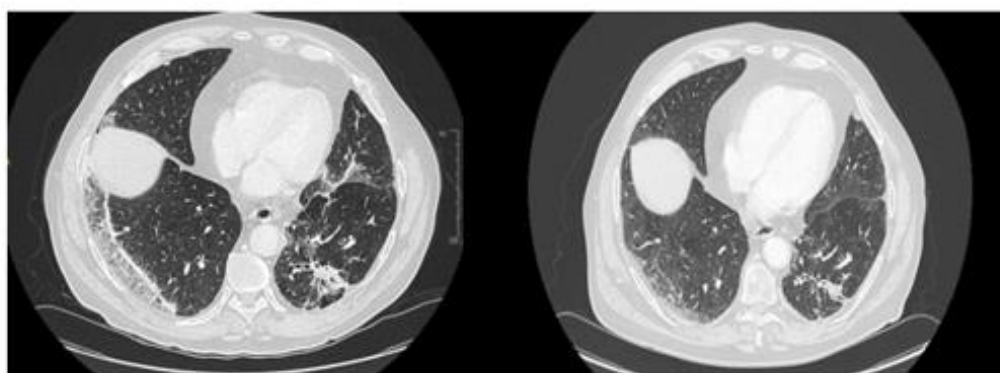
Tomografía con efectos secundarios del Pembrolizumab.
